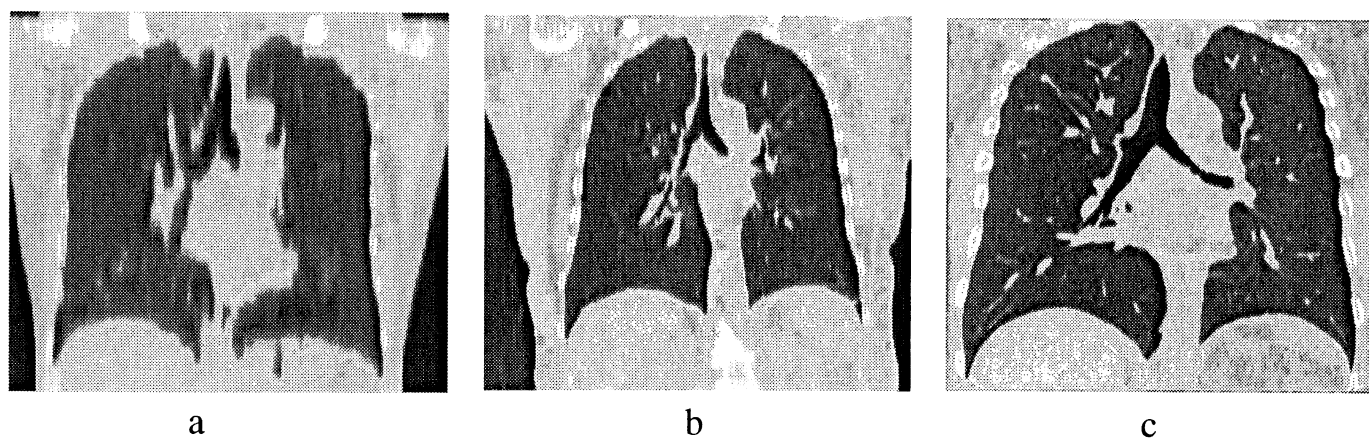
検診モードのヘリカルCT画像とマルチスライスCT画像
